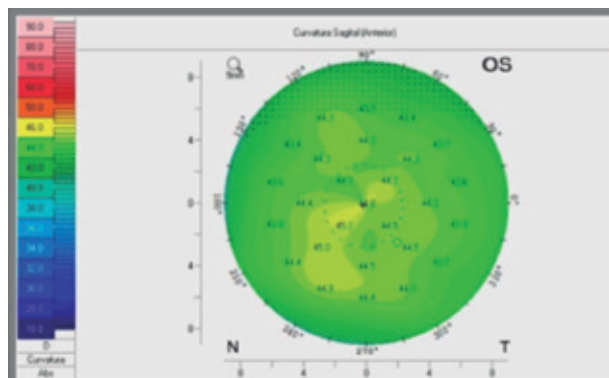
Astigmatismo oblíquo na tomografia de OE mantido.
